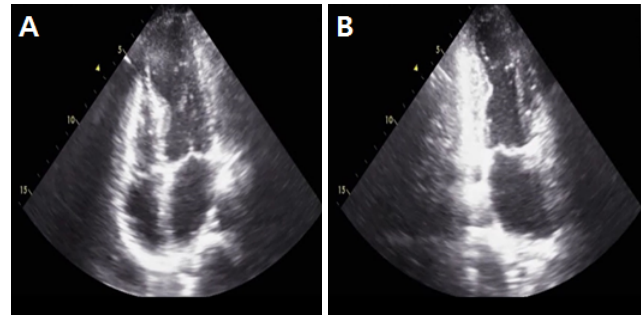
Echocardiography during the first visit. Apical four-chamber view shows apical Regional wall motion abnormality (RWMA) (A) and apical RWMA with ballooning (B).
